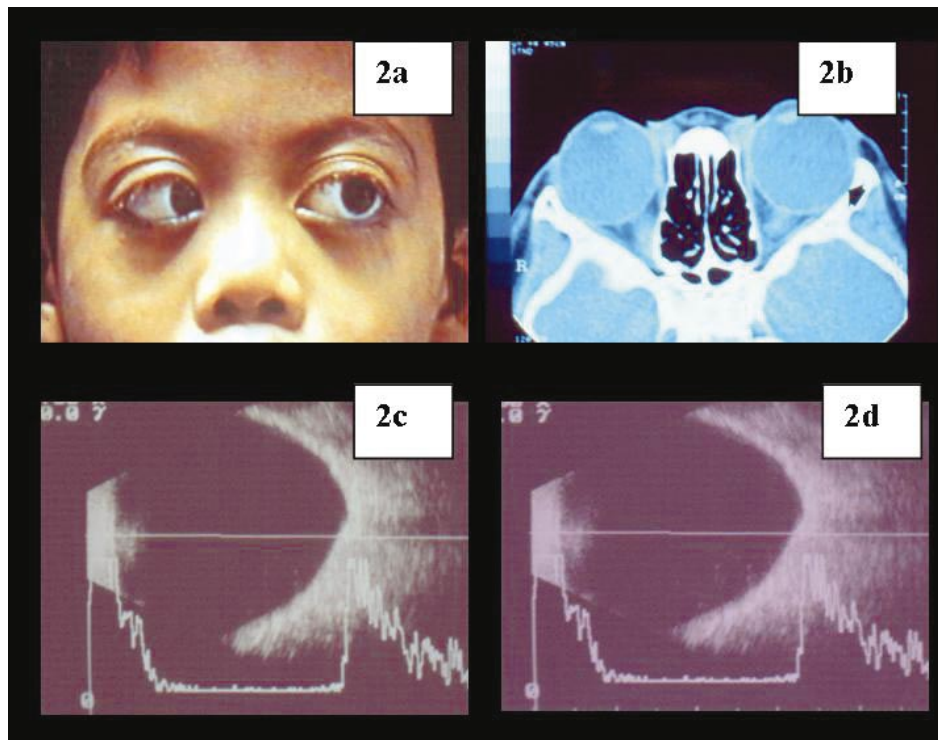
Paciente del caso 2. 2a) Facies. 2b) Tomografía axial computarizada. 2c) Ecografía modo A y B del OD. 2d) Ecografía modo A y B del OI.
